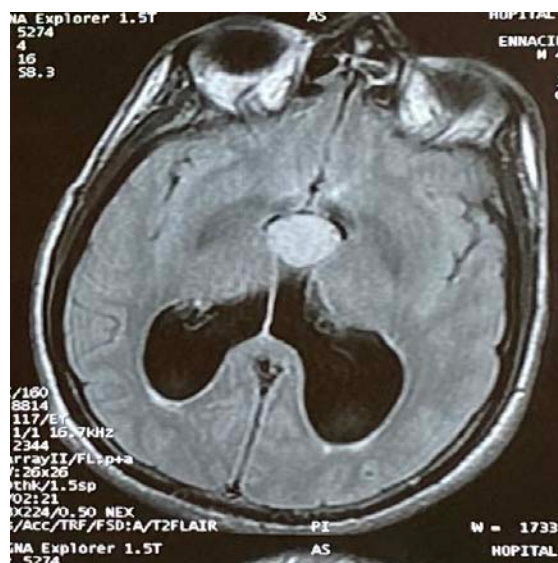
IRM cérébrale du patient numéro 2, coupe axiale injectée qui montre une formation arrondie en hypersignal T1 au niveau du V3 avec fin rehaussement après injection du contraste avec une dilatation des deux ventricules latéraux.
